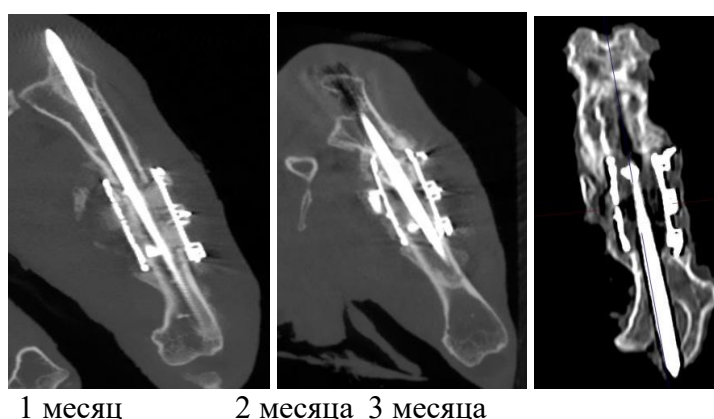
Динамика КТ-картины у животных в 3-й группе
